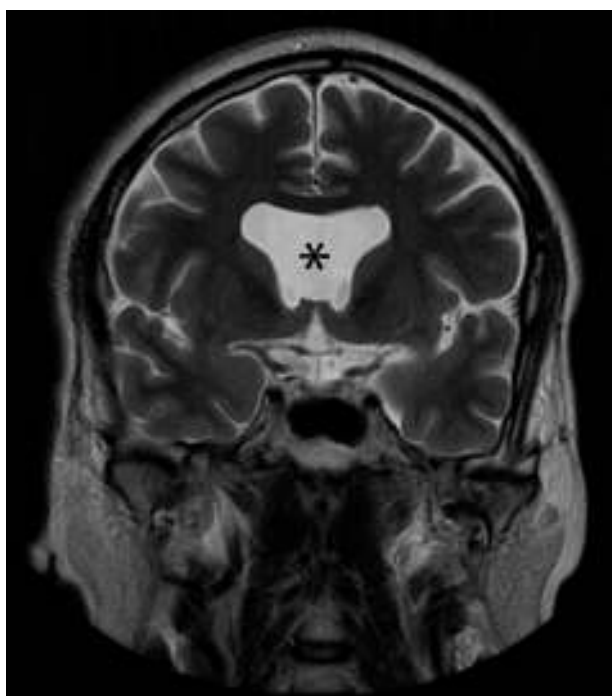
RM potenciada en T2 (plano coronal). Ausencia de septo pelúcido (asterisco), con dilatación de los ventrículos laterales.
